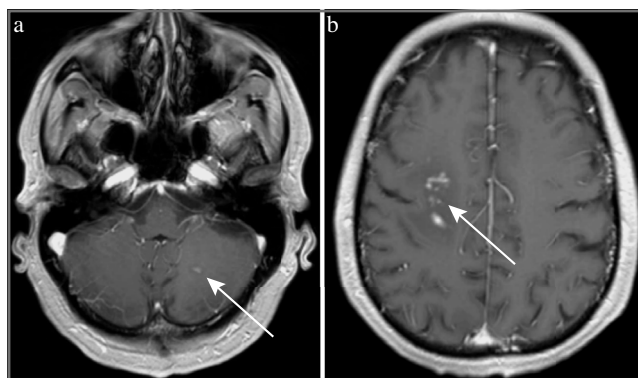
МРТ в T1-взвешенном изображении пациента А от 10.03.2021. Патологическое накопление контрастного вещества в левой гемисфере мозжечка (a) и в перивентрикулярной области справа (b).
